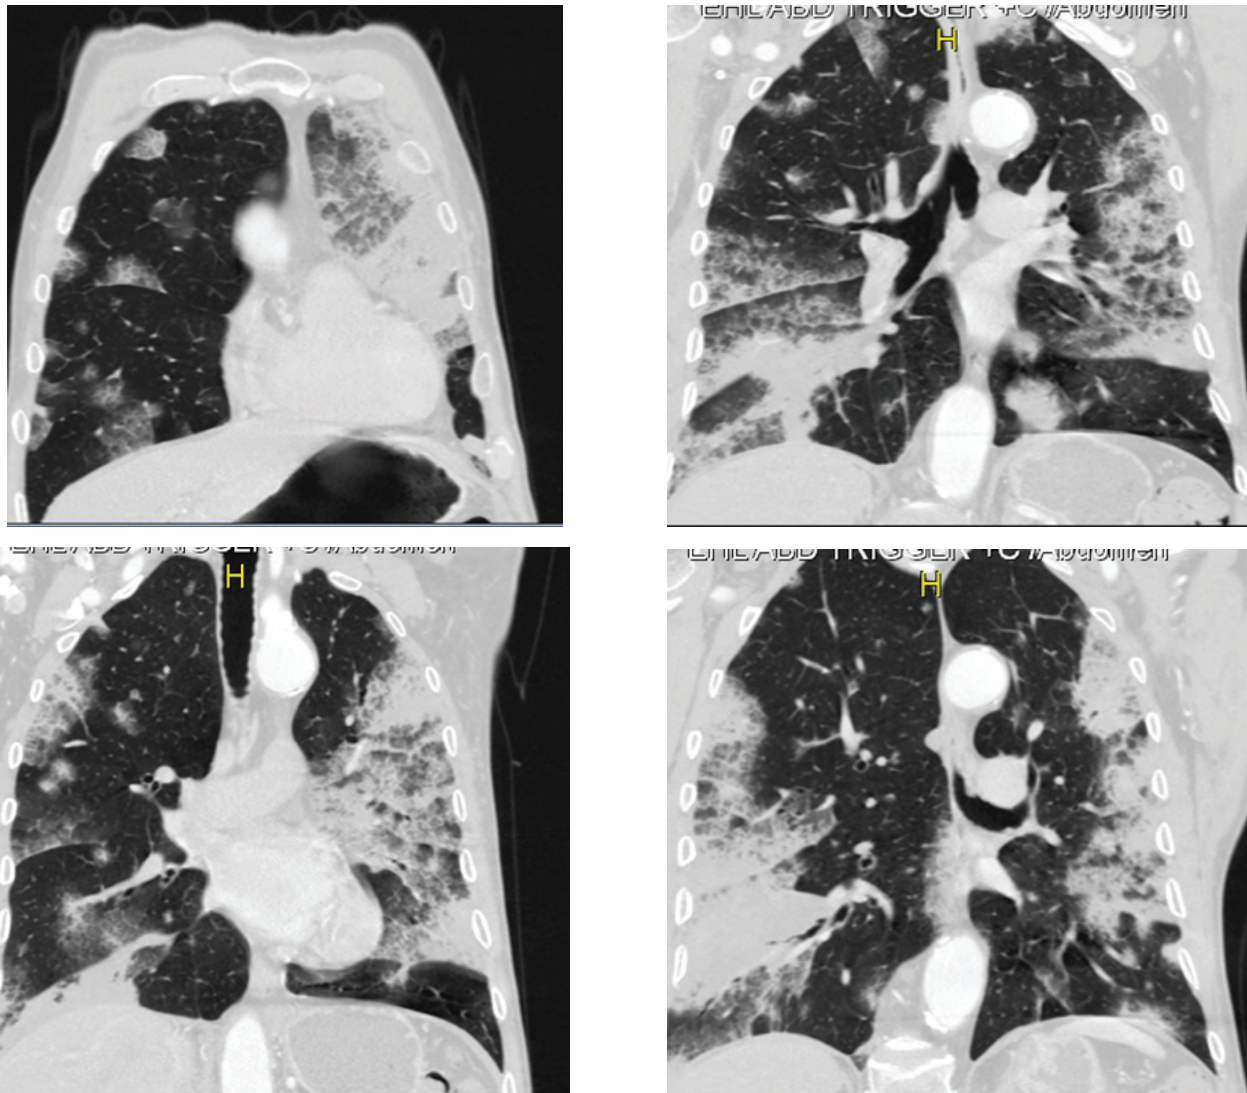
Patient's lung CT screening data on the first day of treatment at the AIC unit
